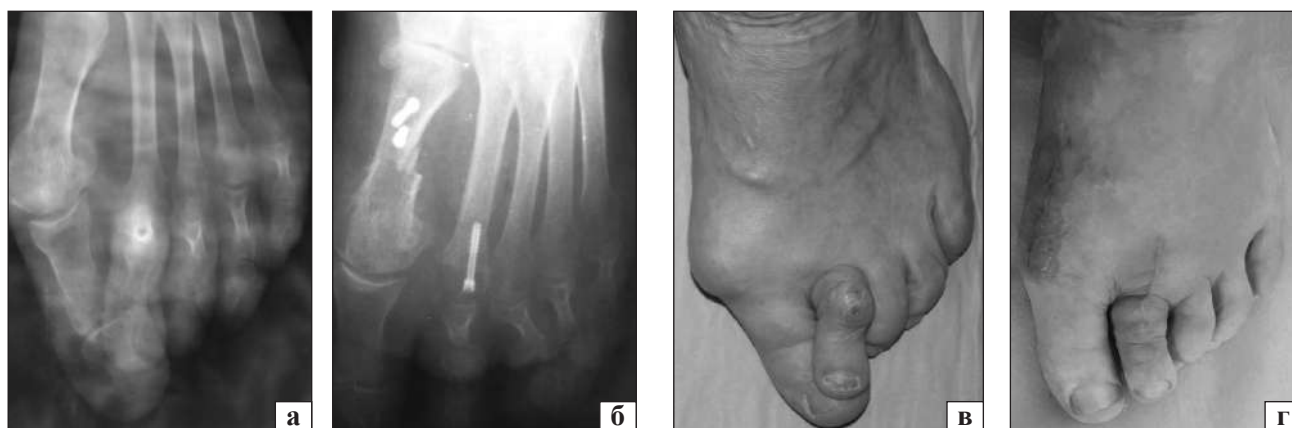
Рентгенограммы переднего отдела левой стопы, передне-задняя проекция: до (а) и через 1 год после (б) операции и внешний вид стопы пациентки М., 65 лет, до (в) и через 1 год после (г) операции
